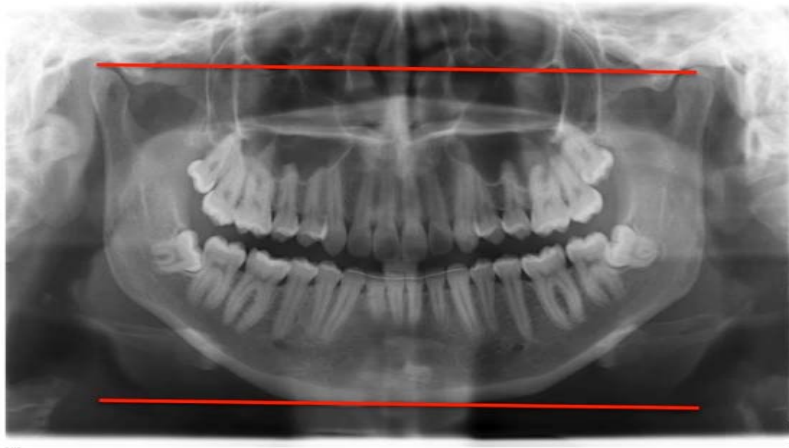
Posicionamiento de la Radiografía con respecto al eje bi-condilar.
